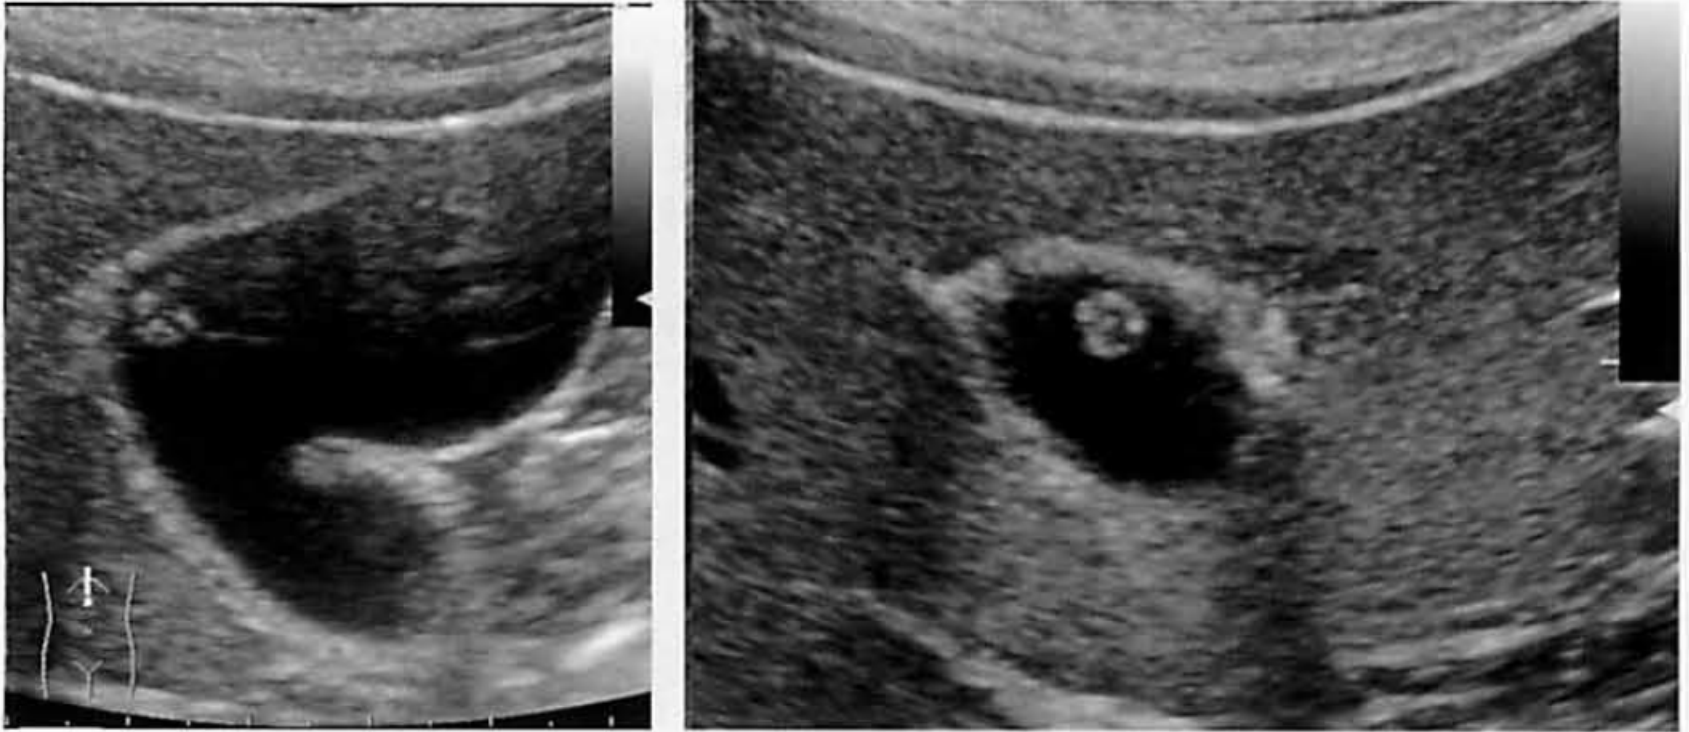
点状高エコー，有茎性隆起性病変の内部に点状高エコーを認める
